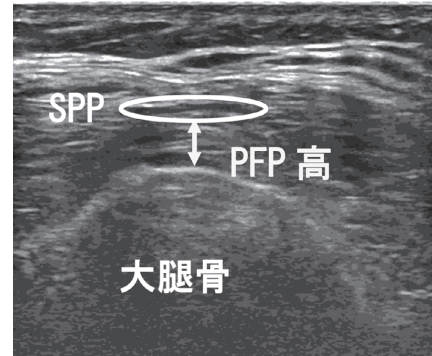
PFP 高測定方法 PFP 非圧迫時エコー画像
